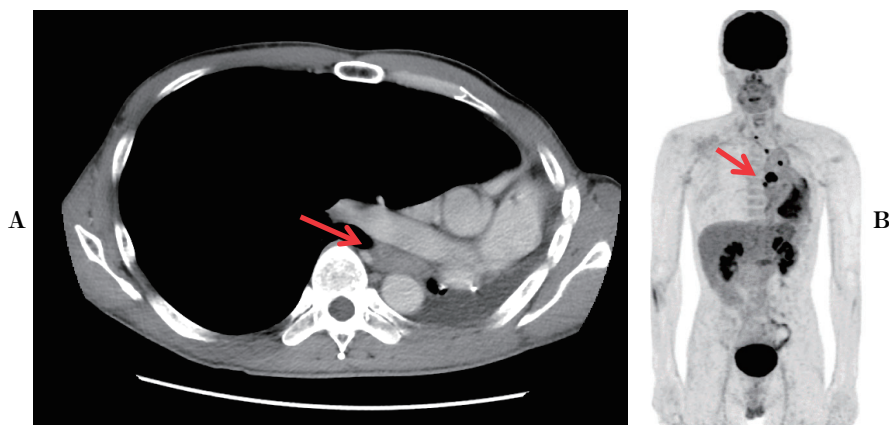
Computed tomography scans showed the swelling of mediastinal lymph nodes (A). ¹⁸F-fluoro-D-deoxyglucose (FDG) positron emission tomography/computed tomography showed the uptake of FDG in the mediastinal tumor (B).
